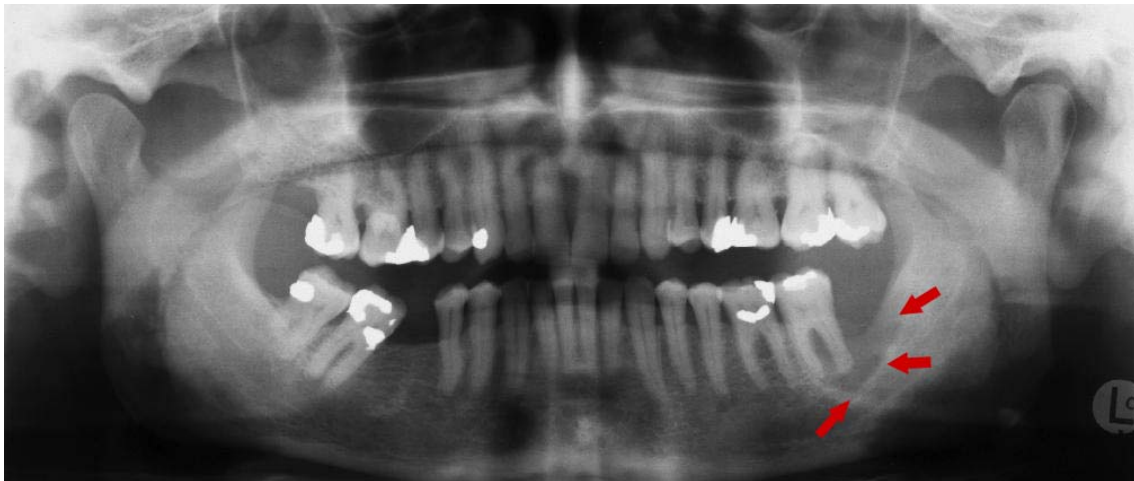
Präoperatives Orthopantomogramm mit Einbruch des Tumors im Bereich des Unterkiefers regio 38
